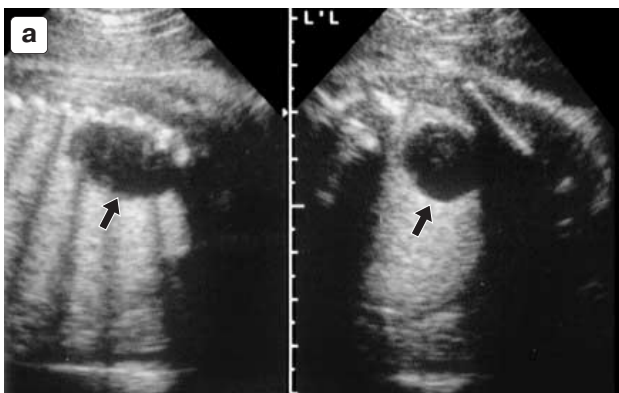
а – эхограмма плода с бронхогенной кистой. Продольное и поперечное сканирование туловища плода. В верхней доле тонкостенное округлое образование с эффектом дистального усиления (черная стрелка); б – УЗИ новорожденного (надключичный доступ). Киста легкого, расположенная по периферии верхней доли (стрелка).
